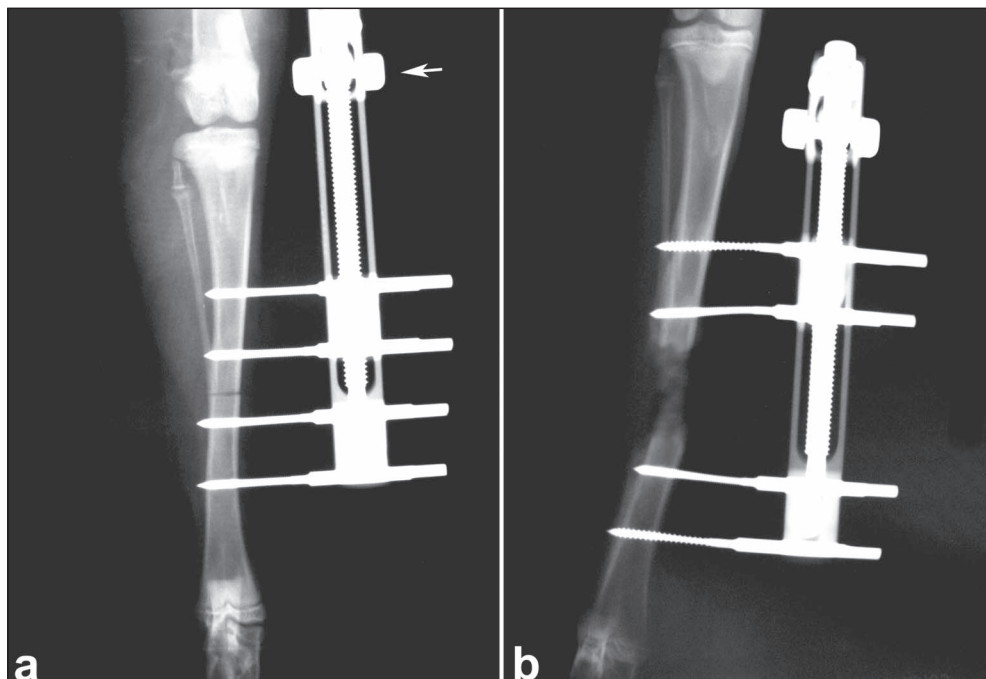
Postoperative radiographs of a rabbit from the DDG. *a)* right after the operation; *b)* at the end of the lengthening. The white arrow points to the dynamization screw
